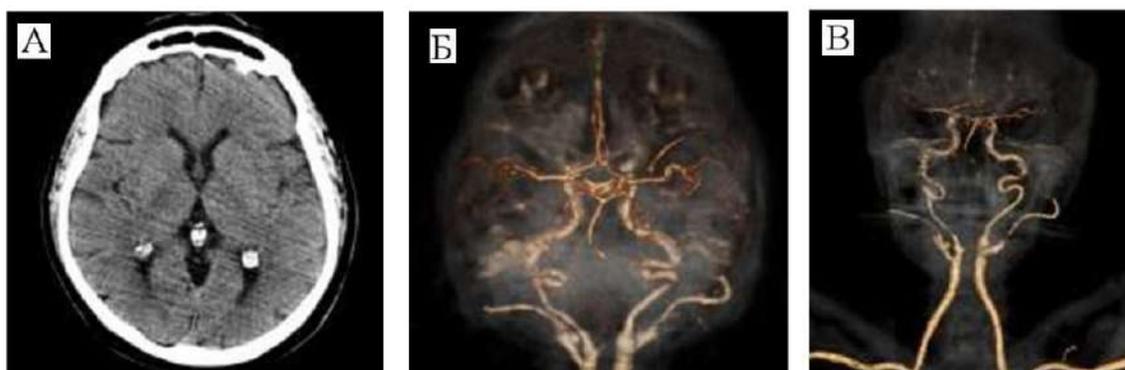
А – Компьютерная томография головного мозга пациентки, данных ха ишемические изменения не получено. Б – КТ-ангиография интракраниальных сосудов, 3D-реконструкция – церебральные артерии без признаков тромбоза, В – КТ-ангиография экстракраниальных сосудов, 3D-реконструкция – окклюзии не выявлено
